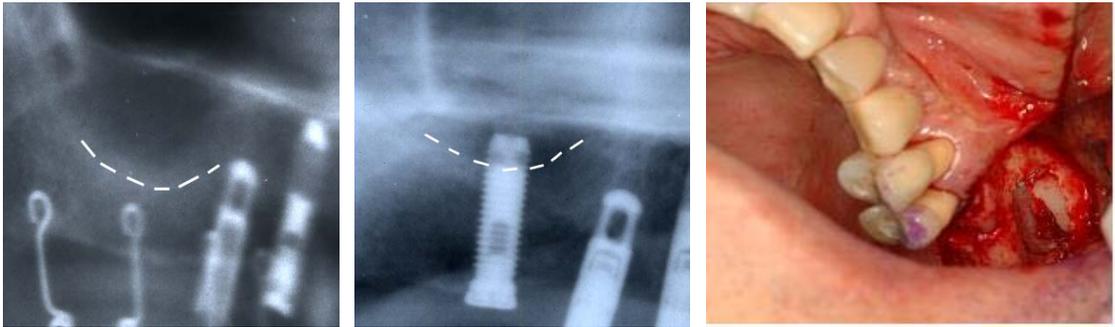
A,B ; Panoramic radiographs. A: Radiograph before sinus elevation and placement of implant. B: Radiograph after sinus elevation and placement of implant. Note the implant body through the sinus floor. Dotted lines indicate the sinus floor C : Picture of sinus lift.
